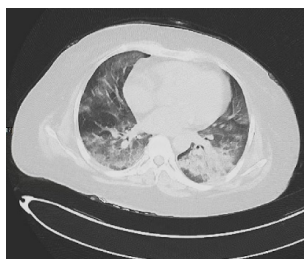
Lung CT scan of the patient 2 months after induced abortion
